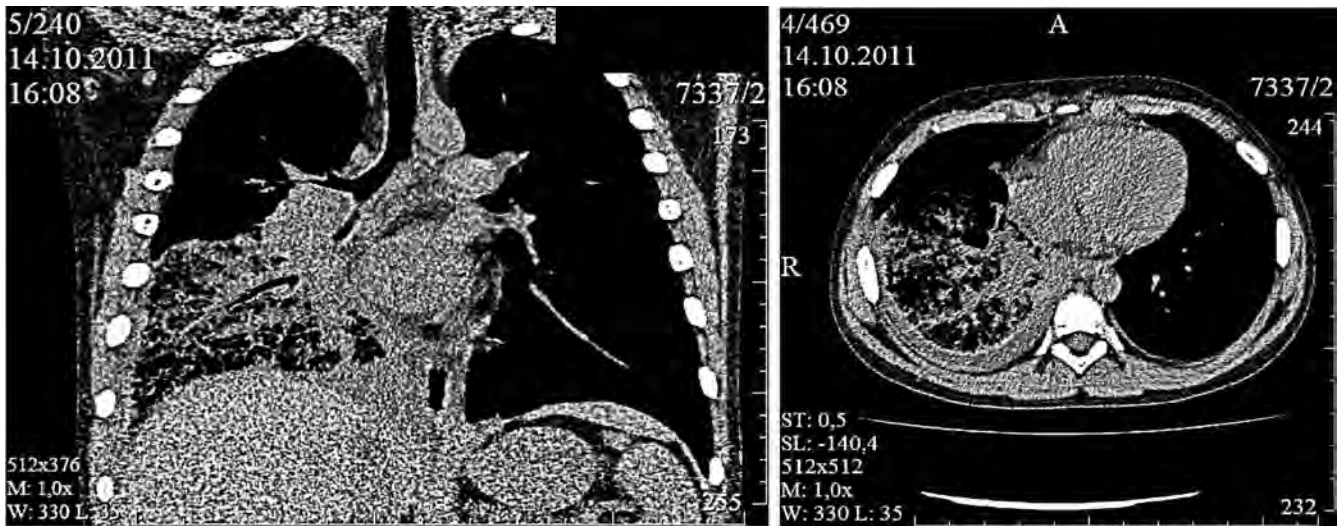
МСКТ грудной клетки на момент установления диагноза ИМ
